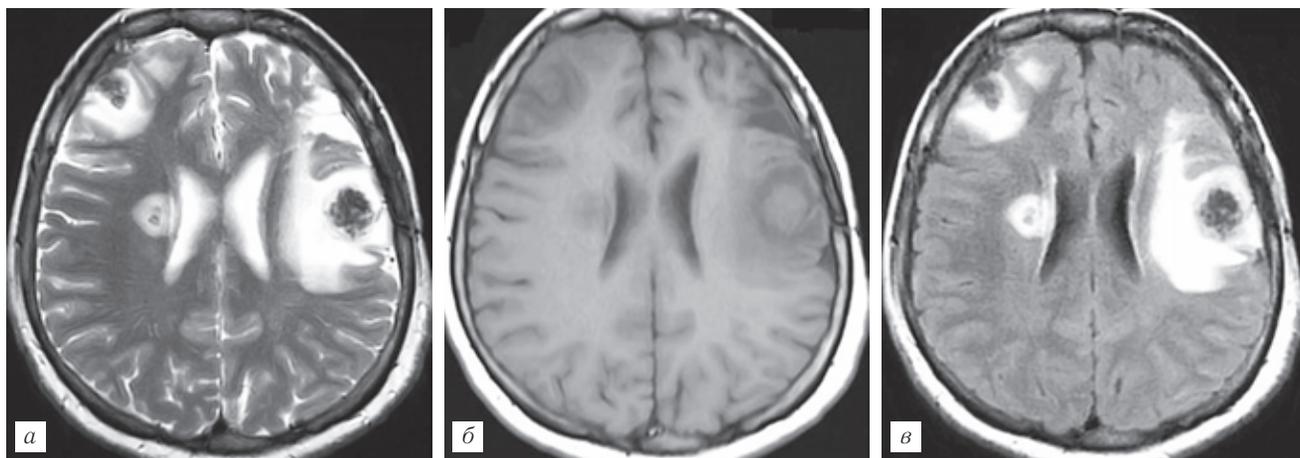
Магнитно-резонансная томография, с напряженностью магнитного поля 1,5 Т. Множественный альвеококкоз головного мозга, с выраженным перифокальным отеком. Т2-ВИ (а), Т1-ВИ (б) и FLAIR ИП (в) в аксиальной плоскости.
